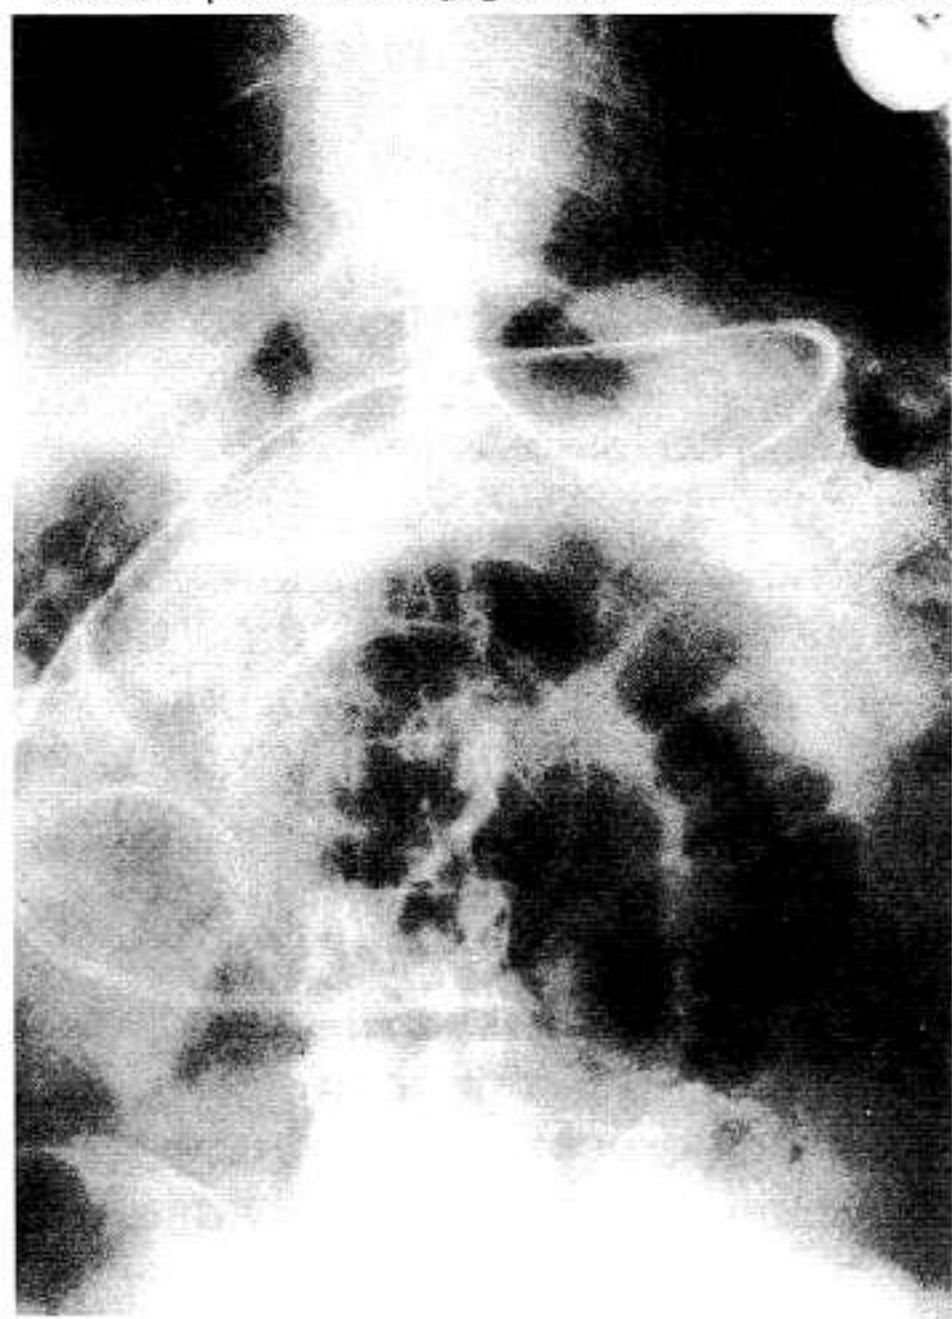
X-ray findings: enteroclysis. Double-contrast with methylcellulose
